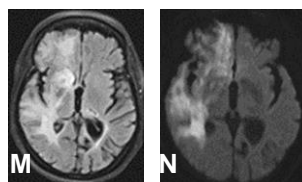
M. IRM cérébrale, séquence FLAIR montrant un AVCI carotidien droit constitué; N. IRM cérébrale, séquence diffusion montrant un AVCI carotidien droit
